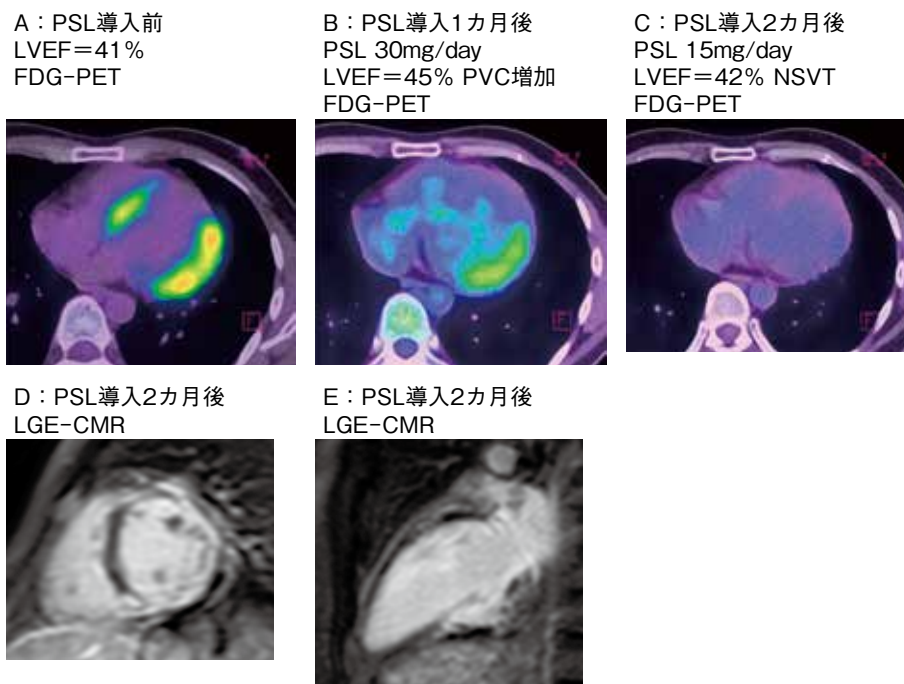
症例2 : PSL導入後PET所見の改善に反して不整脈イベントが発生した症例
